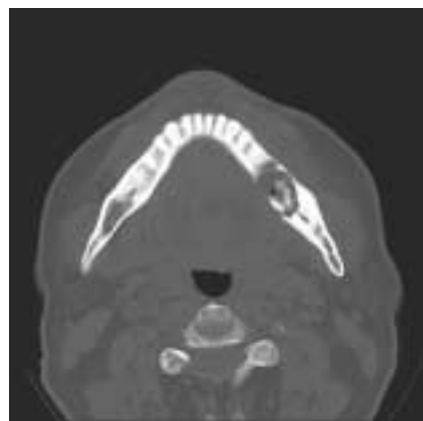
Osteolytic lesion on the Left mandibular posterior area(Axial view of computed tomography).
